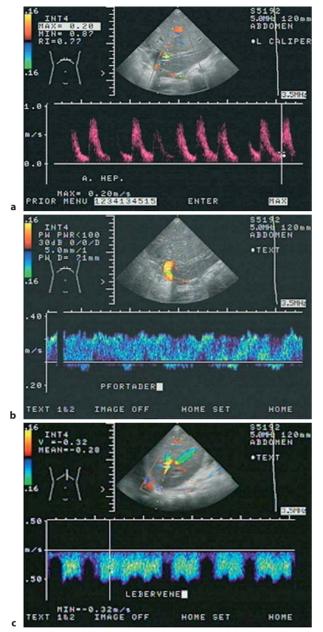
a-c. Knapp 4-jähriges Mädchen mit Zustand nach Lebertransplantation bei GSD Typ IV. Unauffällige Farbdoppleruntersuchung der arteriellen (a), portalen (b) und venösen (c) Strombahn postoperativ
